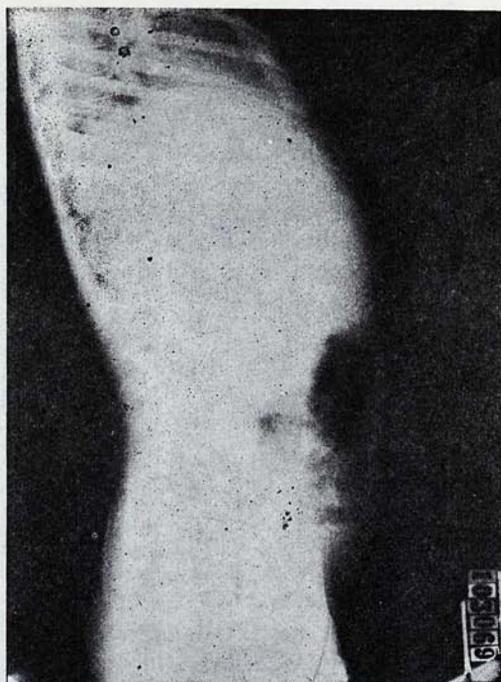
Radiografía directa del abdomen: perfil.
